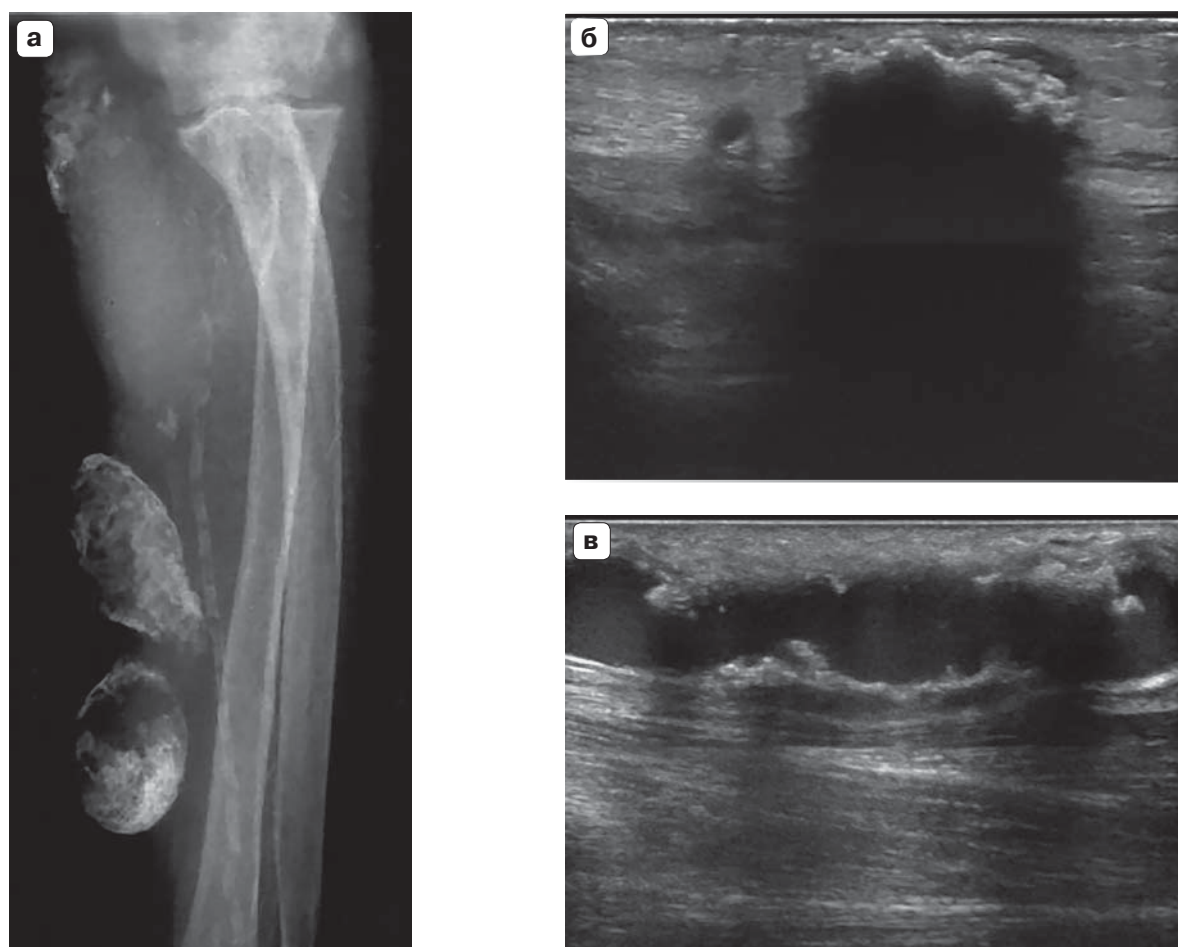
Выраженная кальцификация стенок артериовенозной фистулы у пациента с вторичным гиперпаратиреозом, в течение 10 лет получающего лечение гемодиализом. а – рентгенограмма; б, в – эхограммы.
